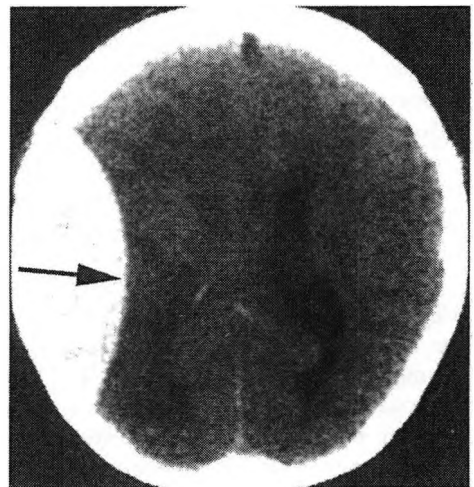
Hematoma epidural (flecha) en una TAC cerebral, con su característica forma de lente biconvexa
